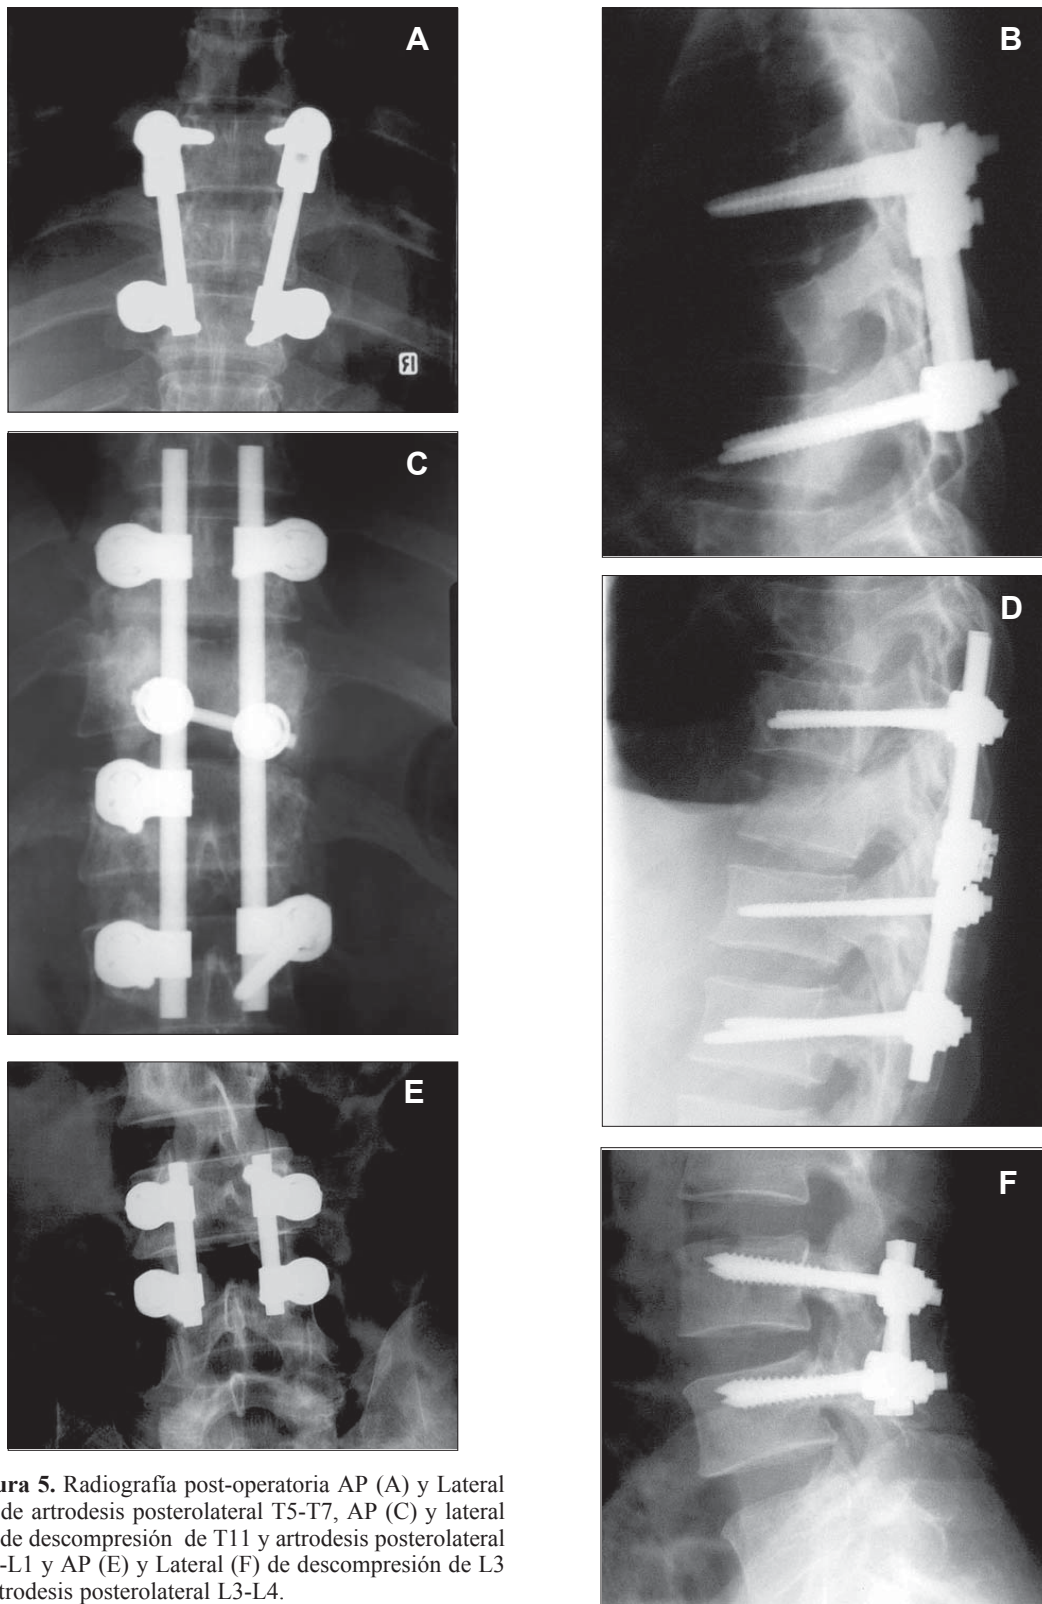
Radiografía post-operatoria AP (A) y Lateral (B) de artrodesis posterolateral T5-T7, AP (C) y lateral (D) de descompresión de T11 y artrodesis posterolateral T10-L1 y AP (E) y Lateral (F) de descompresión de L3 y artrodesis posterolateral L3-L4.
